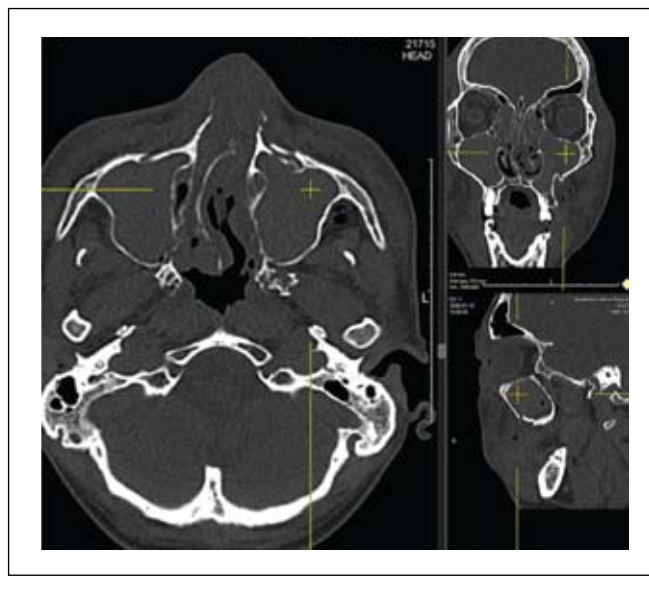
КТ костей лицевого скелета в MPR. Перелом верхнечелюстной пазухи с обеих сторон и двусторонний гемосинус.
